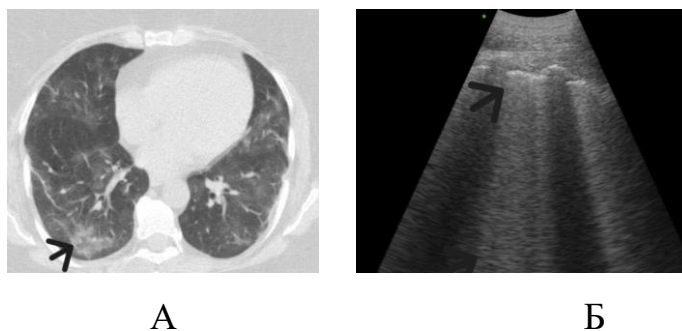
Приклад відповідності КТ- й УЗ-патернів у хворого з тяжким перебігом COVID-19 на 2-му тижні хвороби [145]:
